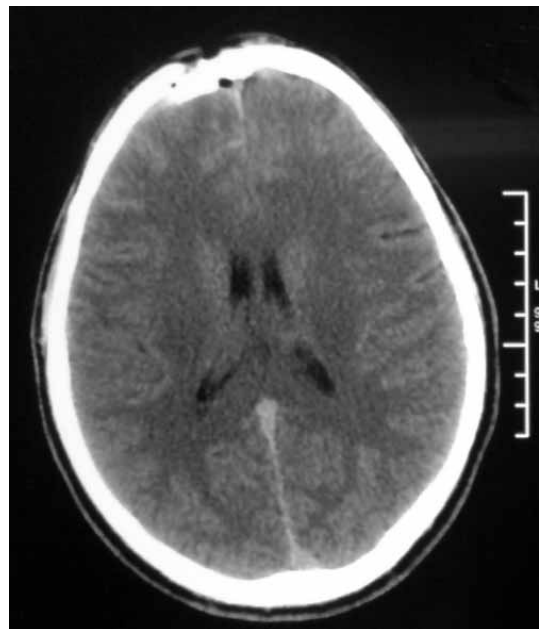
Corte axial de TC craneal en ventana parenquimatosa. Subyacente al hundimiento hay una burbuja de neuromenocéfalo, indicativa de tratarse de un hundimiento abierto. Además existe sangre subaracnoidea y punteado hemorrágico en el lóbulo frontal derecho.
